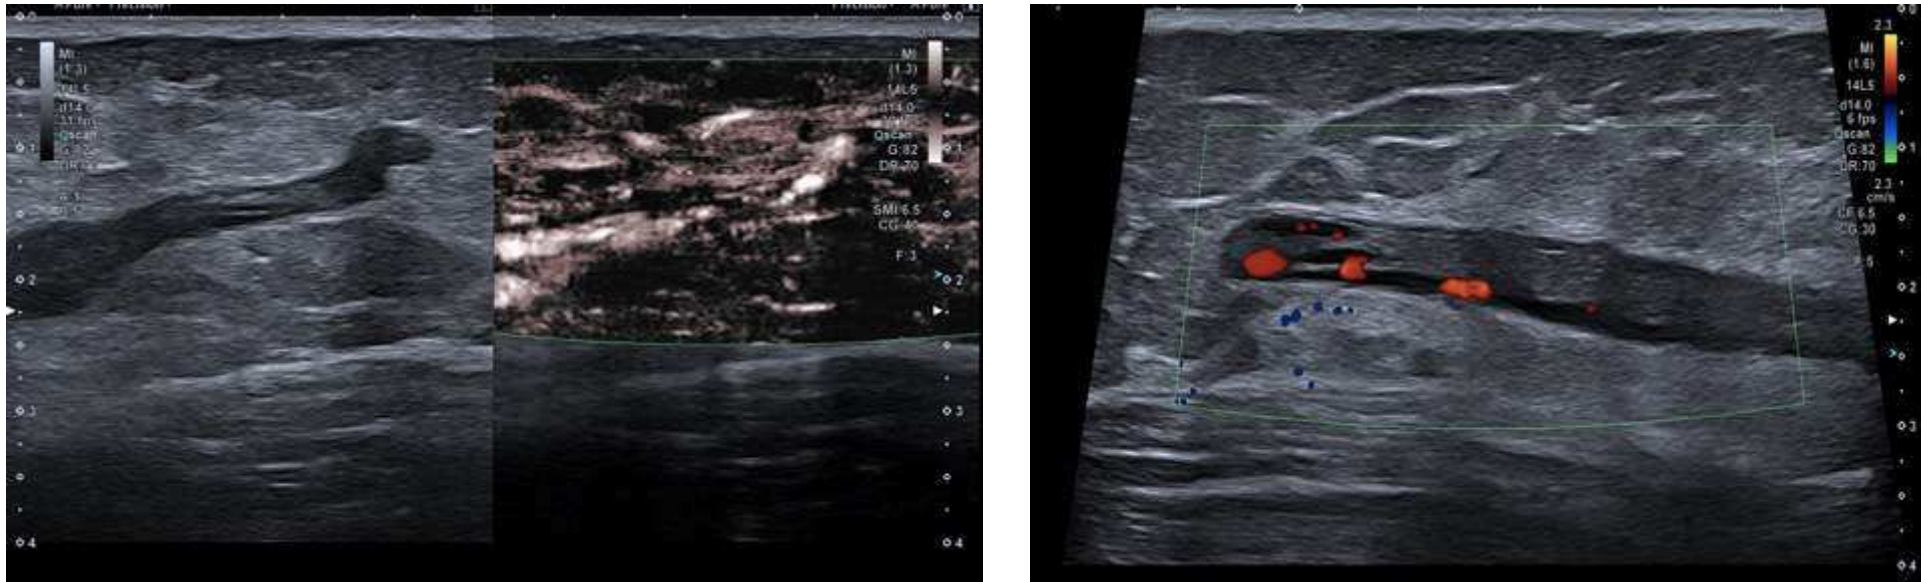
Ecografías de control en modo Doppler SMI y Doppler color que evidencian trombosis en uno de los vasos componentes de la malformación venosa
